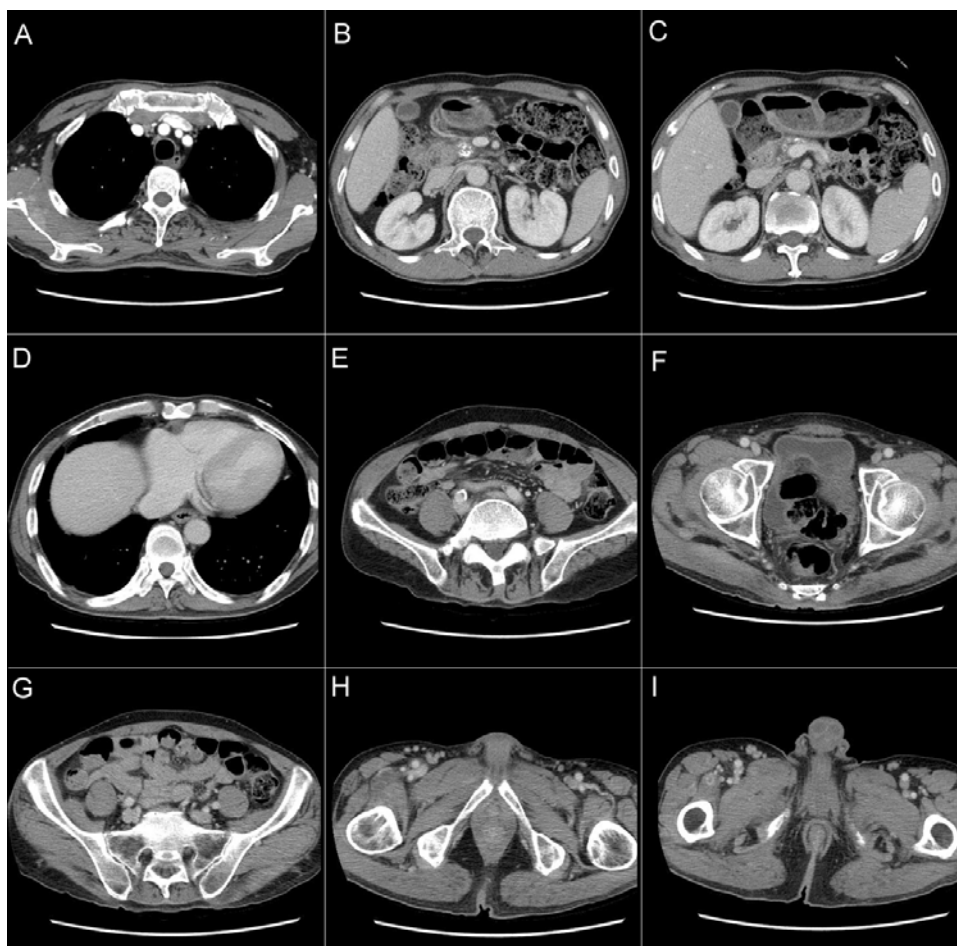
Follow up CT scan show near complete regression of abscess in each muscles.
